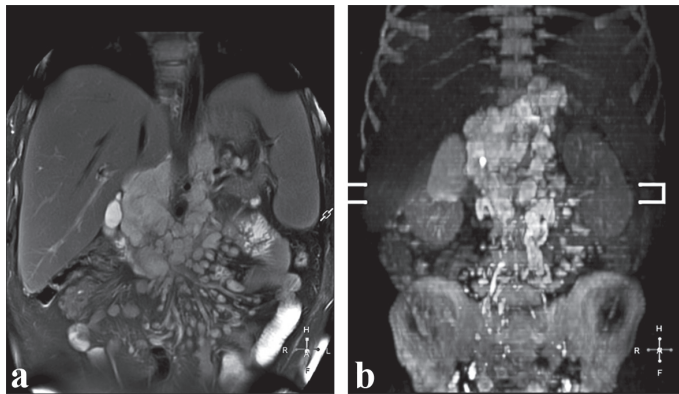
IRM abdominal în plan coronarian, T2w SPIR (a), DWI_BS (b). Afectarea masivă a nodulilor limfatici mezenteriali, para-aortici, para-cavali și de hil hepatic – sarcoidoză.
